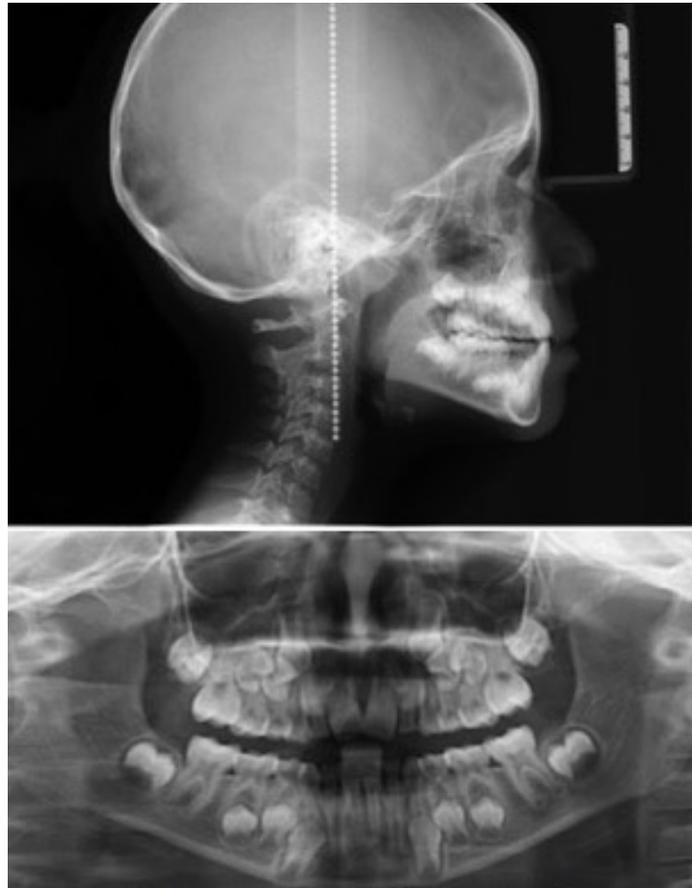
Estudios de imagen. Radiografía lateral de cráneo, donde se evidencia la retroinclinación de incisivos. Ortopantomografía, donde se observa el apiñamiento dental.
